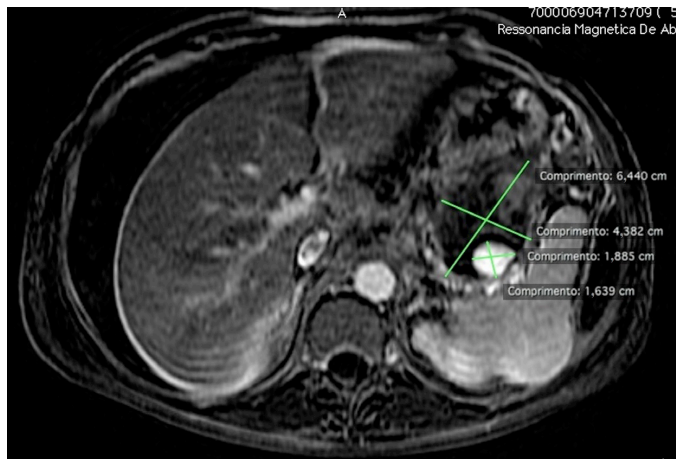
Imagem de ressonância magnética de abdome em T1 com saturação de gordura após subtração evidenciando pseudoaneurisma da artéria esplênica próximo ao hilo esplênico circundado por coleção ovalada de conteúdo espesso/hemático.
